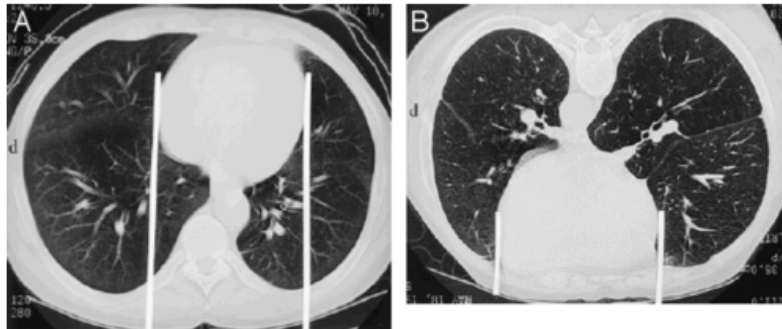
Computed tomograms of a normal subject in the supine and prone positions. A greater area of the lung is beneath the heart in the supine position. (From Reference 39, with permission.)
